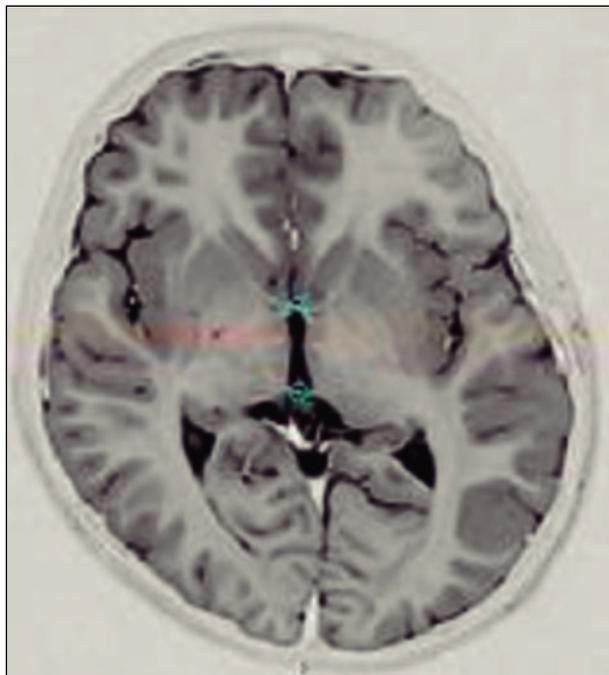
Corte axial de resonancia magnética 1.5T en el plano inter-comisural; secuencia short-tau inversion recovery (STIR). Se observa la planificación del blanco en el GPI posteroventral derecho (cruz) y las comisuras blancas anterior y posterior (círculos).
